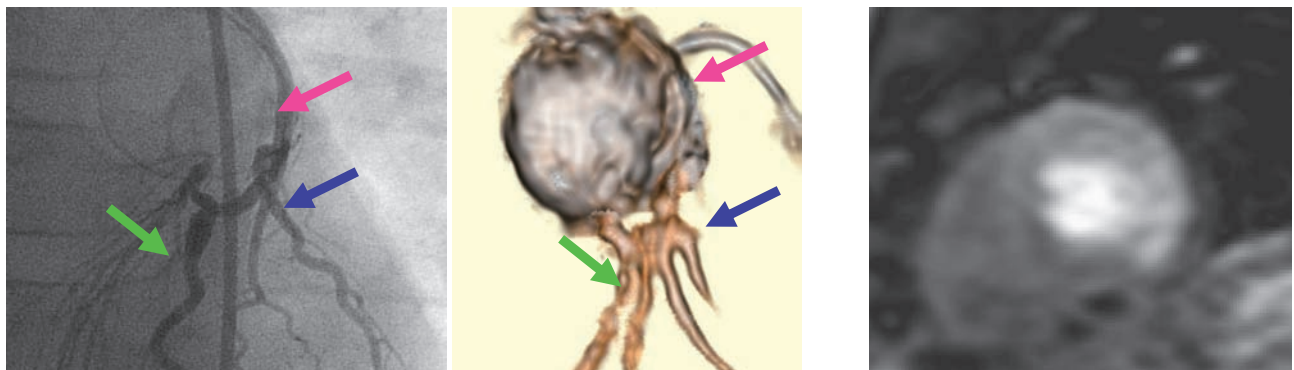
大動脈－冠動脈バイパス前後のMRI（10歳男児例）
